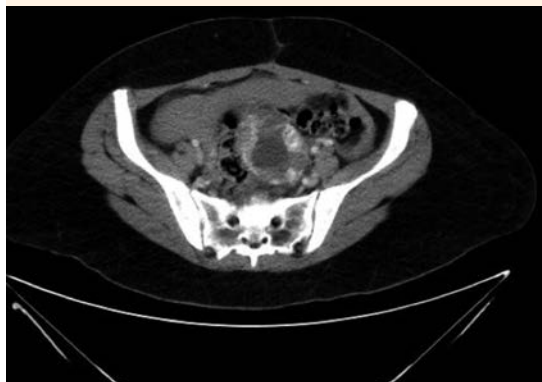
Tomografía abdominopélvica, corte axial, que muestra el volumen del saco gestacional (51 x 50 x 65 mm) en la pelvis central.
